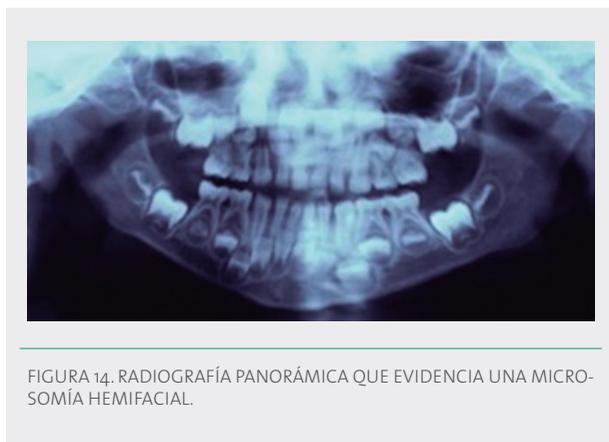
RADIOGRAFÍA PANORÁMICA QUE EVIDENCIA UNA MICROSOMÍA HEMIFACIAL.
